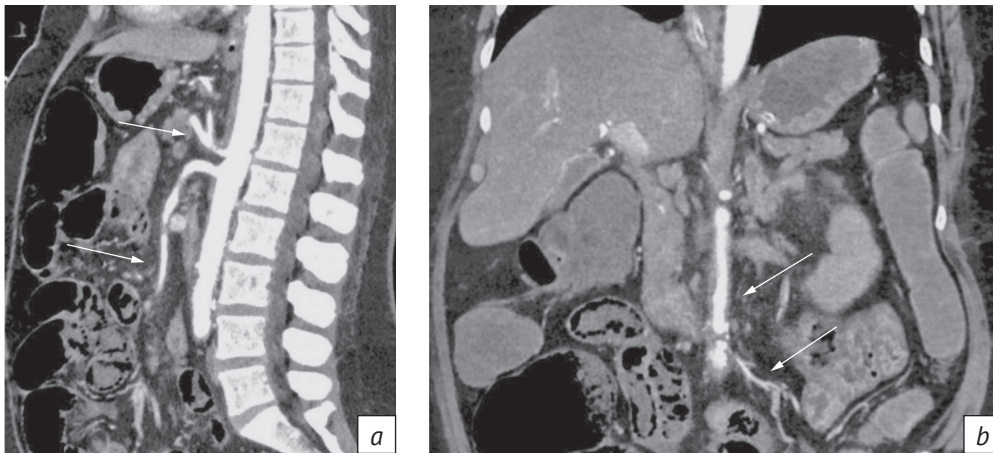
КТ органов брюшной полости, артериальная фаза сканирования. Отсутствие тромбов в просвете брюшной аорты, чревного ствола, верхней и нижней брыжеечных артерий (a, b)
